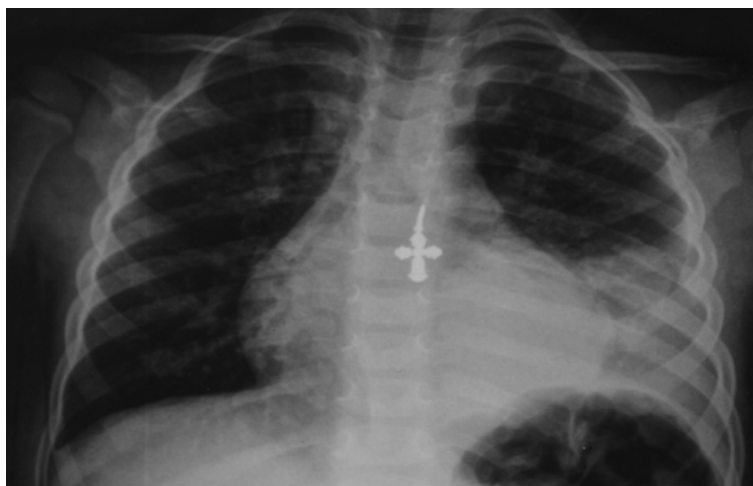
Рентгеновское исследование мальчика С. 2 лет 6 месяцев при поступлении
